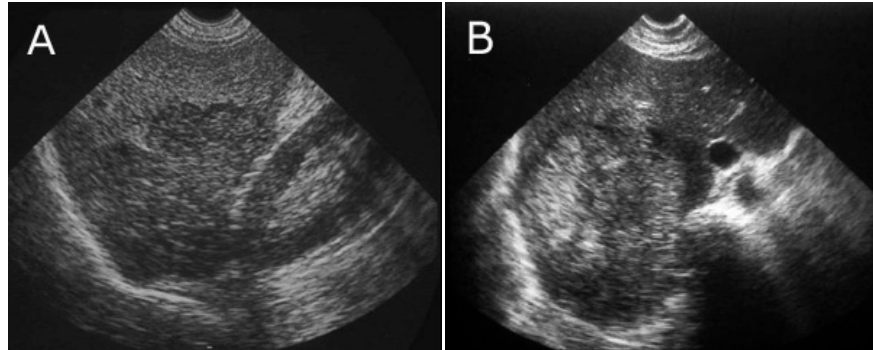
A- Ecografía abdominal: masa sólida, relativamente hipocogénica, de bordes lobulados, que compromete el LD. Los límites son precisos y tiende a formarse una cápsula. La ecogenicidad de un carcinoma hepatocelular es variable. B- Ecografía abdominal: Este otro tumor tiene algunas áreas hiperecogénicas en un fondo predominantemente hipocogénico. Las alteraciones en la densidad van a depender de los componentes del tumor especialmente la presencia de grasa y aéreas de hemorragia o necrosis.
